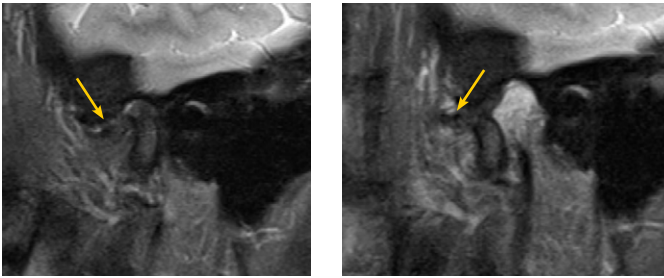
МРТ ВНЧС в косо-сагиттальной плоскости с закрытым и открытым ртом: вентральная дислокация суставного диска с репозицией
